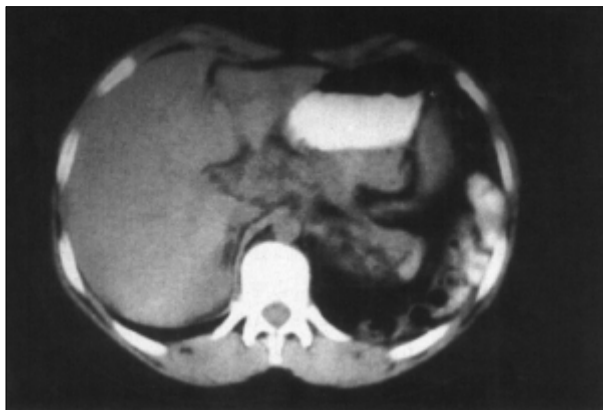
Tomografía axial computarizada. Corte a nivel de abdomen superior, comprobándose una falta de desarrollo del hemidiafragma izquierdo en relación al derecho, donde, dudosamente, puede existir un rudimento de pilar posterior
